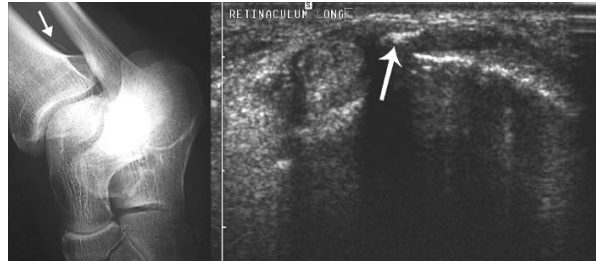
cliché simple et coupe échographique axiale rétro-malléolaire médiale montrant une avulsion osseuse de l'insertion tibiale du retinaculum des fléchisseurs. Des manœuvres dynamiques en inversion contrariée recherchent une instabilité associée du tendon tibial postérieur
